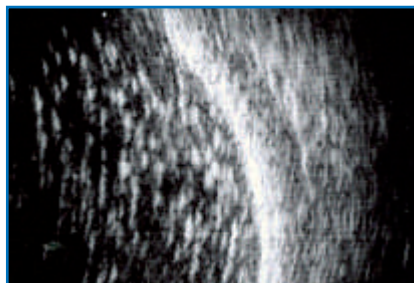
Échographie en mode B de bullettes d'huile de silicone résiduelles après ablation de l'huile.
